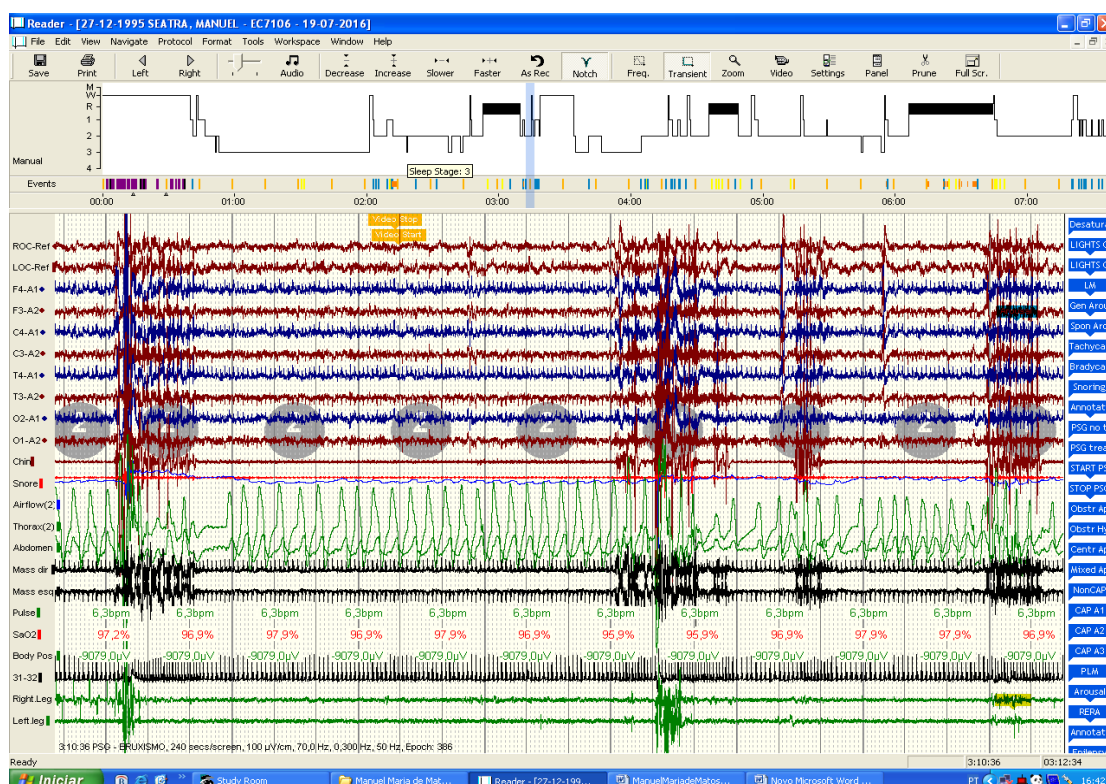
Polissonografia
